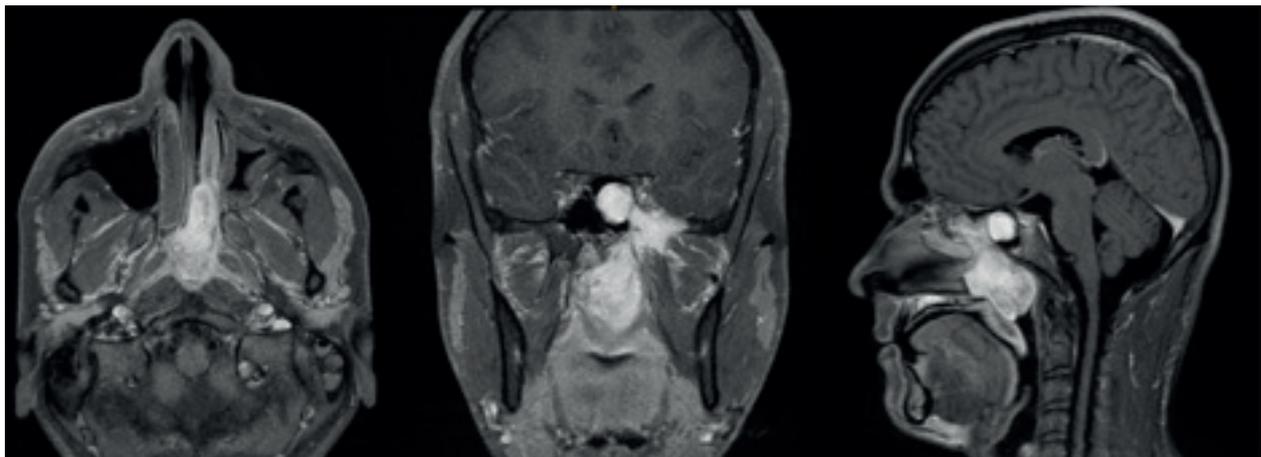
Resonancia magnética (RM) en T1 con contraste axial (A), coronal (B) y sagital (C). Se observa lesión de contornos lobulados bien definidos, localizada en la región posterior de la cavidad nasal izquierda y ocupando la totalidad de la nasofaringe, con extensiones al seno esfenoidal y lateral a través de la fisura pterigopalatina ensanchada al espacio masticatorio infragomático. Presenta realce intenso heterogéneo con el medio de contraste, con sugerencia de estructuras de apariencia vascular. Imágenes tomadas de historia clínica.
